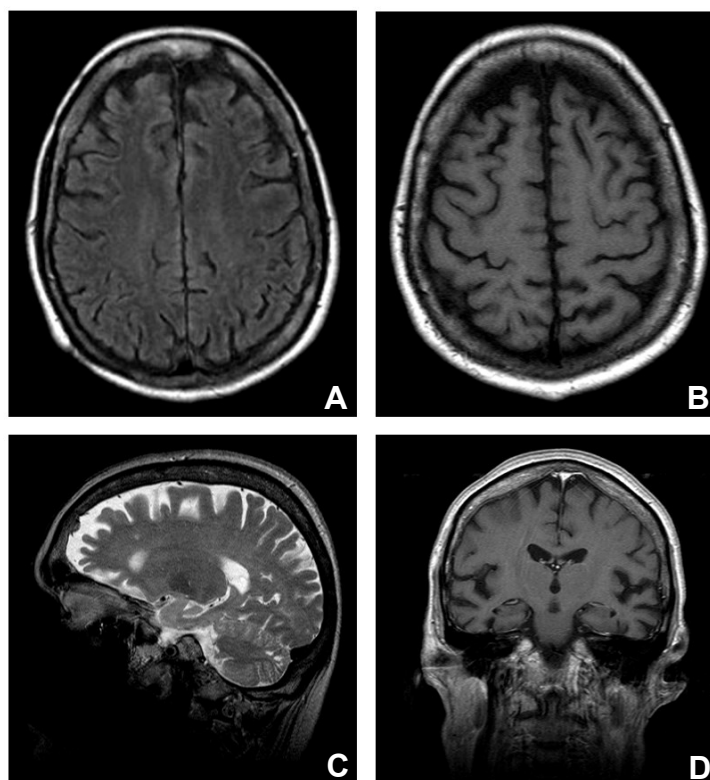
Magnetresonanztomographie des Schädels. A, B und D zeigen T1 gewichtete Sequenzen, C eine T2 gewichtete Sequenz. A und B zeigen axiale Schnitte, C einen Sagittalschnitt, D eine Koronarschichtung. Es zeigen sich v.a. frontotemporal deutlich erweiterte äußere Liquorräume.
